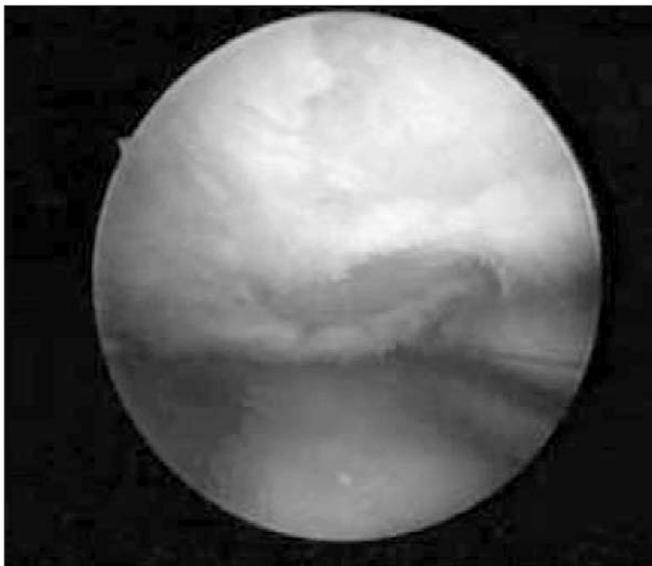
Артроскопия коленного сустава. ОА (медиальный тиббиофemorальный артроз), II–III рентгенологическая стадия (по Kellgren), III–IV артроскопическая стадия хондропатии (по Outerbridge). Обширные участки разволокненного хряща с формированием лоскутных отслоений, потеря более половины толщины хряща с неполным обнажением субхондральной кости. (Наблюдение В.В. Лялиной.)
